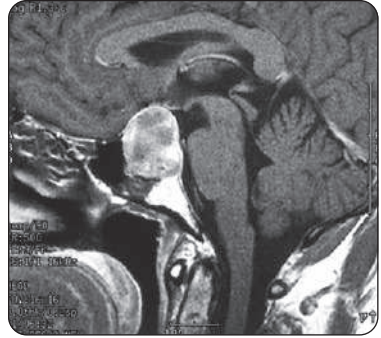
IRM pondérée en T1 avec injection de gadolinium, en coupe sagittale, d'un adénome hypophysaire
